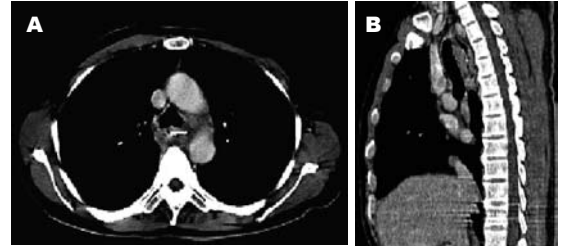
食管异物致食管破裂CT. A: 食管异物致食管破裂,食管周围软组织密度,内含气体低密度影,食管异物(鱼刺)清晰显示; B: CT矢状位重建显示食管壁局限不规则增厚。
